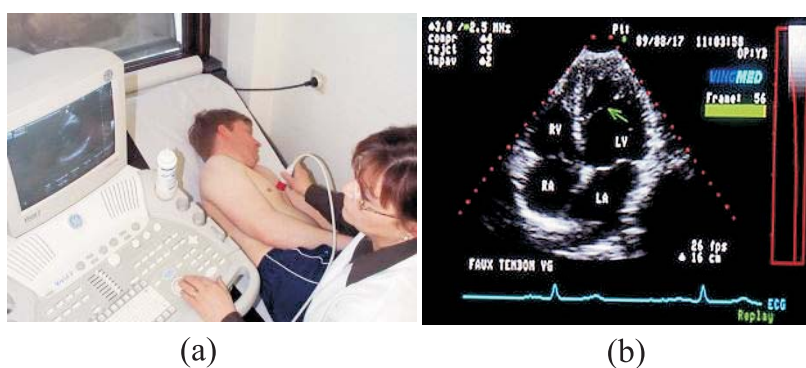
(a) Examen d'échocardiographique. (source : <http://www.prov-liege.be>), (b) Coupe des 4 cavités enregistrée pour l'apex cardiaque. La pointe du cœur est en haut. Les 2 ventricules et les 2 oreillettes sont visualisés, ainsi que les septa inter-ventriculaire et inter-atrial. (source : <http://www.besancon-cardio.net>).
